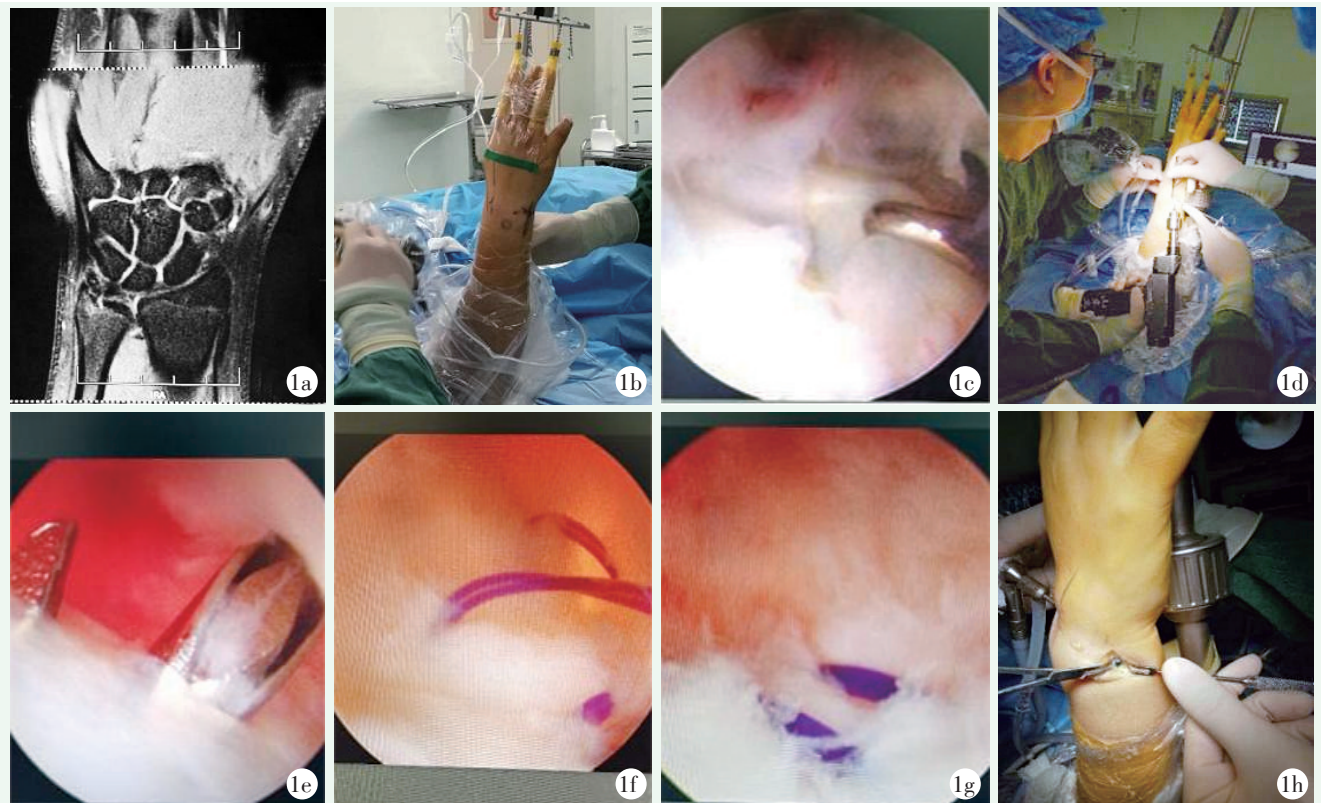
患者, 女, 42 岁, 腕关节镜下 TFCC 修补。1a: 术前 MRI 示 TFCC 损伤; 1b: 采取仰卧位, 肩关节外展 90°, 肘关节屈曲 90°, 手指牵引; 1c: 关节镜下证实 TFCC IB 型损伤, 插入探针行蹦床试验阳性, 深浅支均撕裂; 1d: 于尺骨茎突近端尺掌侧缘行 3~4 cm 切口, 克氏针钻洞; 1e: 镜下 2 枚克氏针于掌背侧支出针, 制备“Y”形双骨道; 1f: 骨道内双线引出进行缝合, 固定掌背侧支; 1g, 1h: 缝线于 6U 入路穿出, 收紧缝线后呈三角形, 此时探针行蹦床试验满意, TFCC 张力好。
